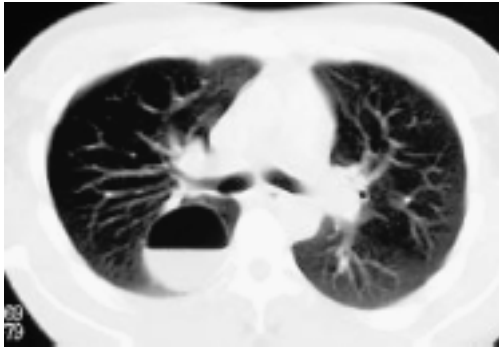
Caso 14: Imagen de TC, corte axial, con ventana pulmonar, donde se demuestra lesión cavitada única, apical, derecha, con nivel hidroaéreo, sin afectación parenquimatosa adyacente y que se estableció al quiste broncogénico como posibilidad diagnóstica primaria.
